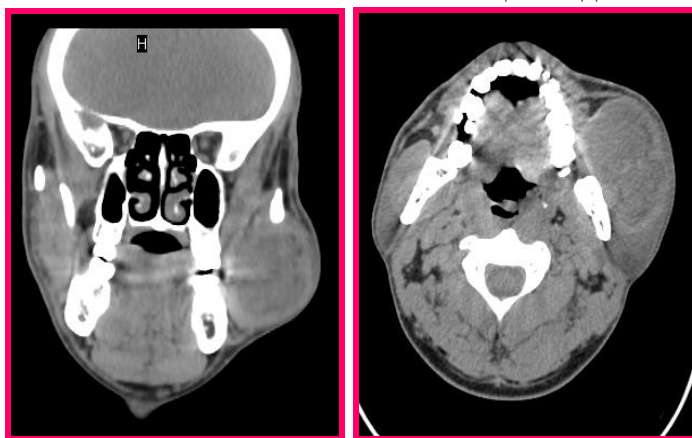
МСКТ больного А. до лечения
